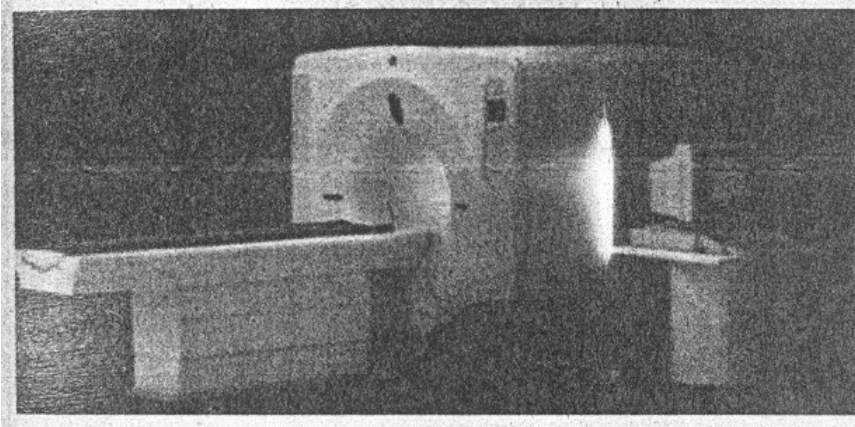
Photo d'un appareil IRM (Rapport du congrès 2003 de l'AFU).
